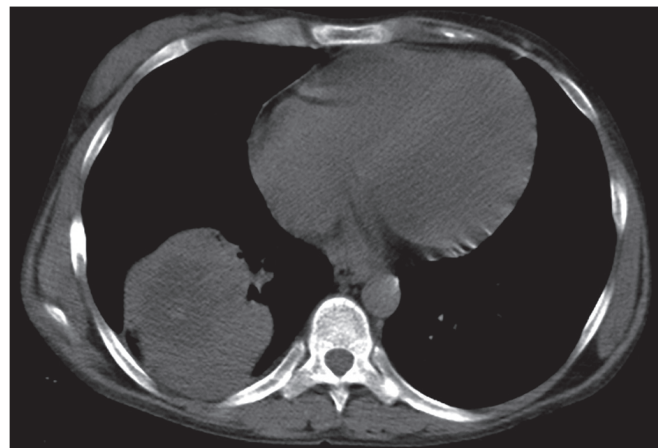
КТ-исследование № 1. Абсцесс нижней доли правого легкого при ГПИ. В S1+2 левого легкого определяется очаг неправильной формы с неровными контурами с симптомом «гало» (а), в S6 левого легкого имеется участок уплотнения легочной ткани по типу «матового стекла» (б), зона массивного уплотнения легочной ткани в S6-10 правого легкого (в), в которой визуализируются участки пониженной плотности, соответствующие расплавлению паренхимы легкого (г)
